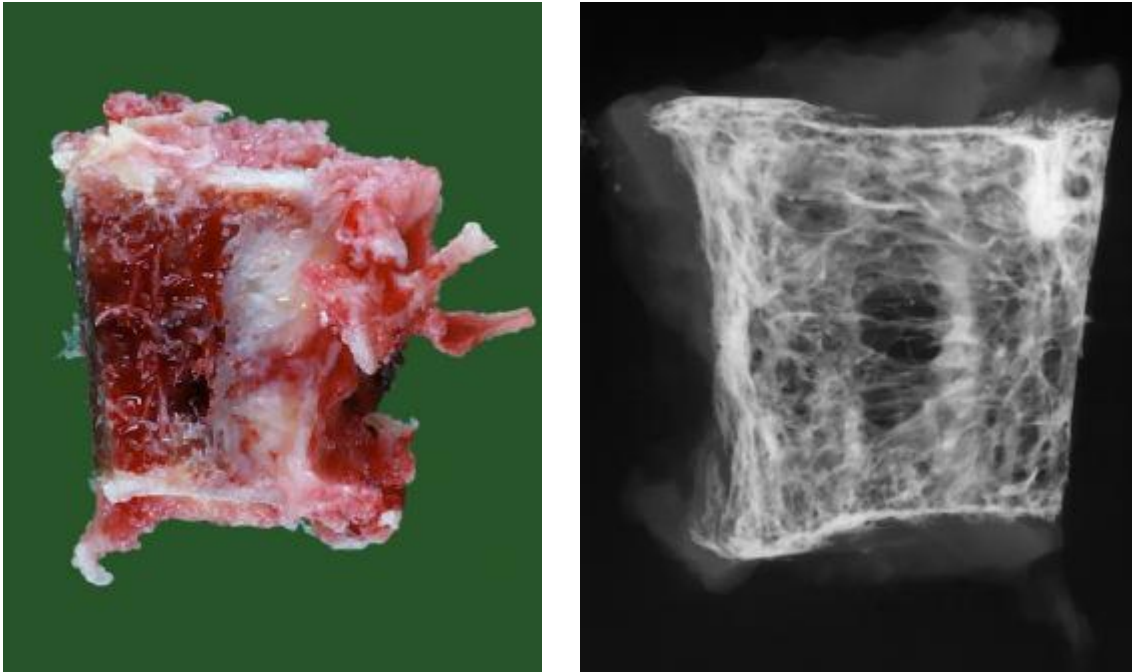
kavernoöses Hämangiom (M.-Nr.: 98/5581, links: Makrophotographie, rechts: Kontaktradiographie)
